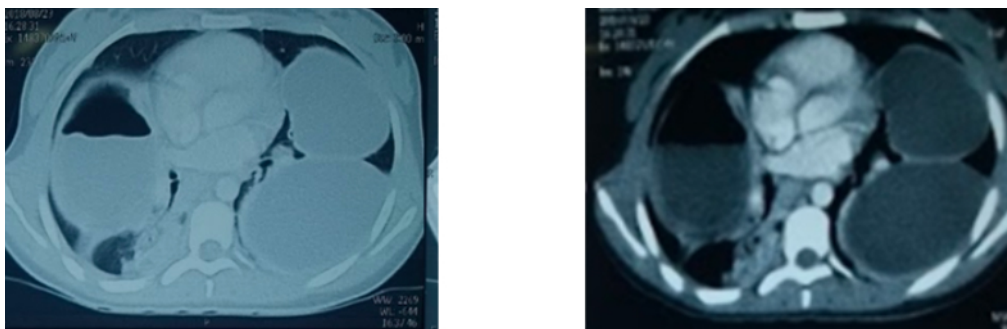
Tomografía computada de tórax de la paciente presentada en el caso clínico: corte axial en ventana pulmonar y mediastínica con contraste intravenoso. En el hemitórax izquierdo se visualizan dos imágenes redondeadas voluminosas, contiguas, con contenido líquido homogéneo. En el hemitórax derecho, se observa una imagen quística con presencia de nivel hidroaéreo cuya superficie presenta aspecto festoneado. Esto sugiere comunicación del quiste con la vía aérea, lo que indica la presencia de una complicación. Adyacente al quiste, se observa colapso del parénquima, compatible con atelectasia.
